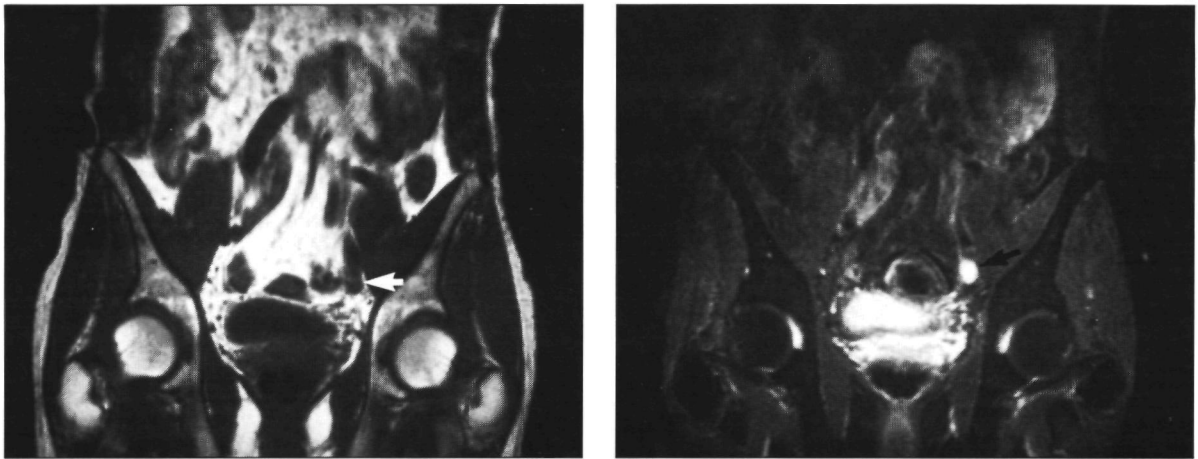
(a) Op de coronale MRI-opname (1,5 T; SE/750/30/2) valt een vergrote klier (pijl) niet op, doordat deze signaalarm is. (b) Op de STIR-sequentie (1,5 T; IR/2000/120/30/2) heeft deze klier een zeer hoge signaalintensiteit. Het vet heeft daarentegen een zeer lage signaalintensiteit.
